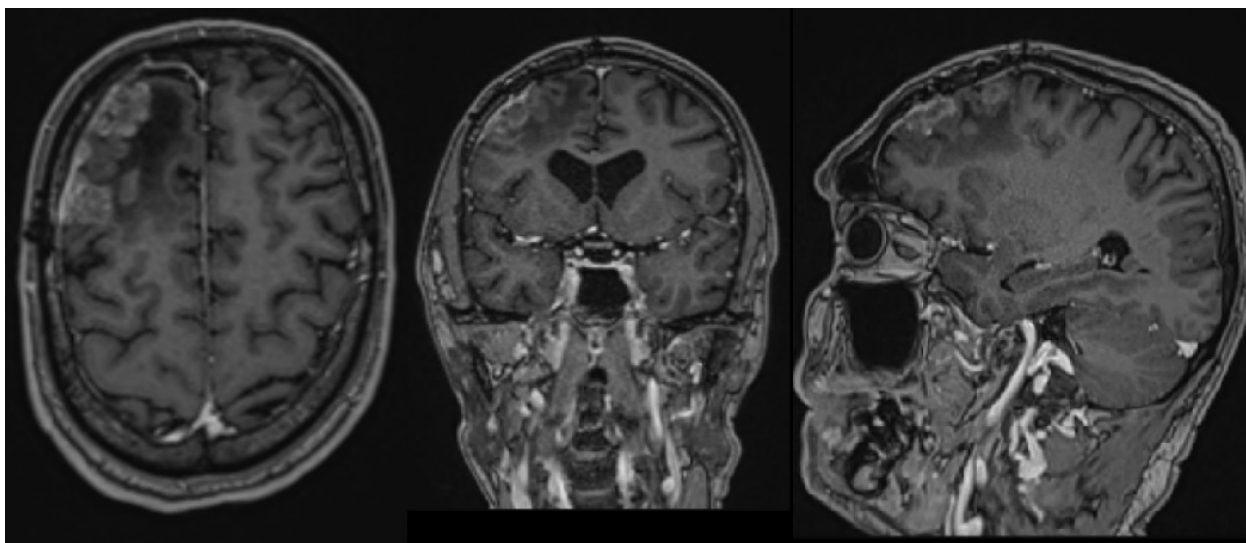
Аксиальные, фронтальные и сагиттальные срезы МРТ с внутривенным контрастированием пациента демонстрирующее уменьшение очагов накопления контрастного препарата в ложе удаленного метастаза и по твердой мозговой оболочке в правой лобной доли, уменьшение перифокального отека, что является положительной динамикой
